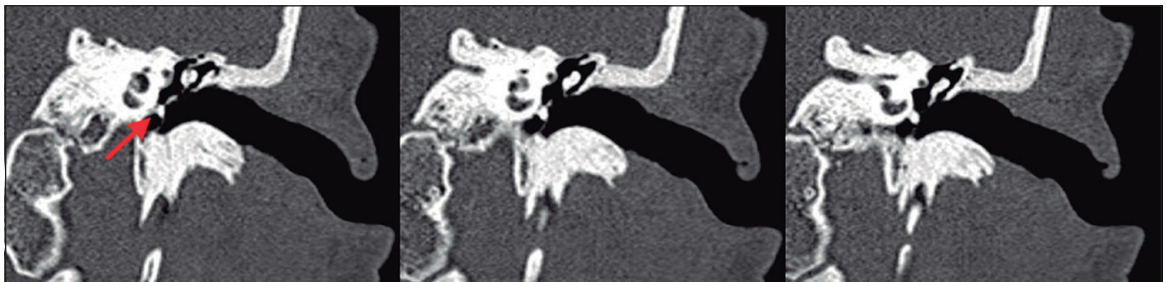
Tomografía computada de oídos, cortes coronales seriados del oído izquierdo. Se aprecia el osteoma de oído medio sobre el promontorio (flecha).
